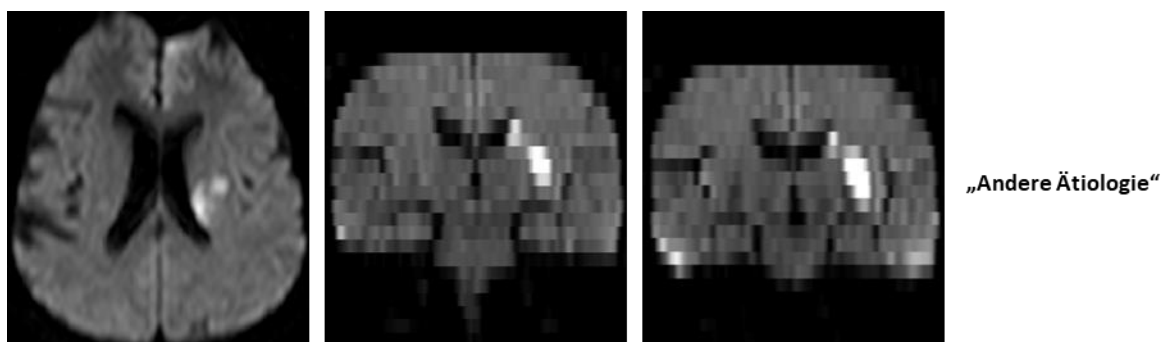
Topographiegruppe „Andere Ätiologie“: Infarkte mit > 20 mm Durchmesser der DWI-Läsion und multiple (>1) Infarkte wurden der Kontrollgruppe „Andere Ätiologie“ zugeteilt.
